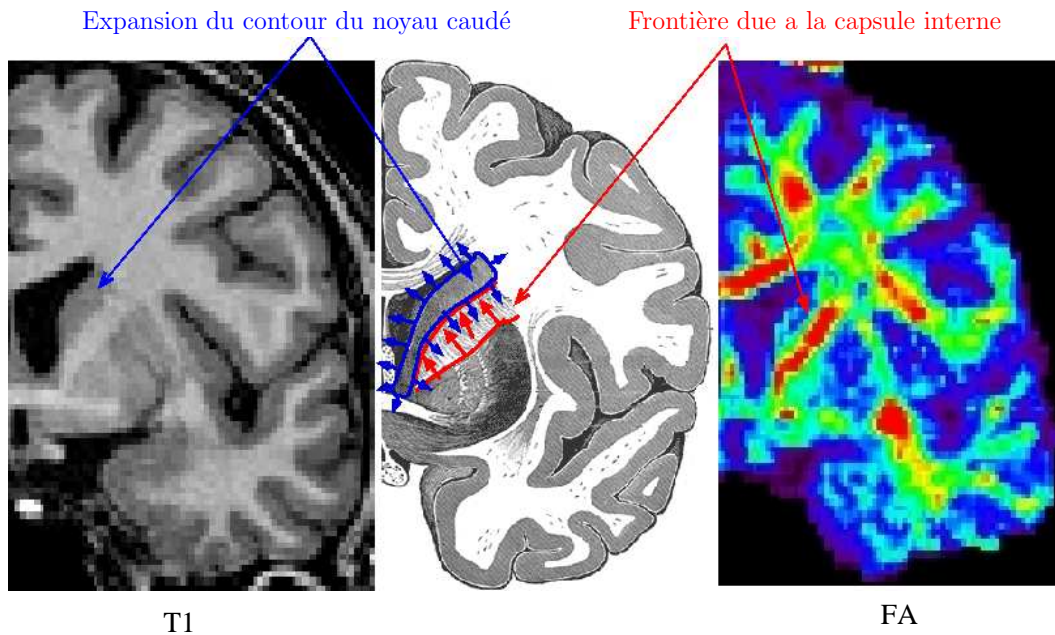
Combinaison de deux contrastes complémentaires : l'IRM T_1 révélant les noyaux gris centraux et le contraste FA bornant la propagation des fronts au sein de la substance blanche.
